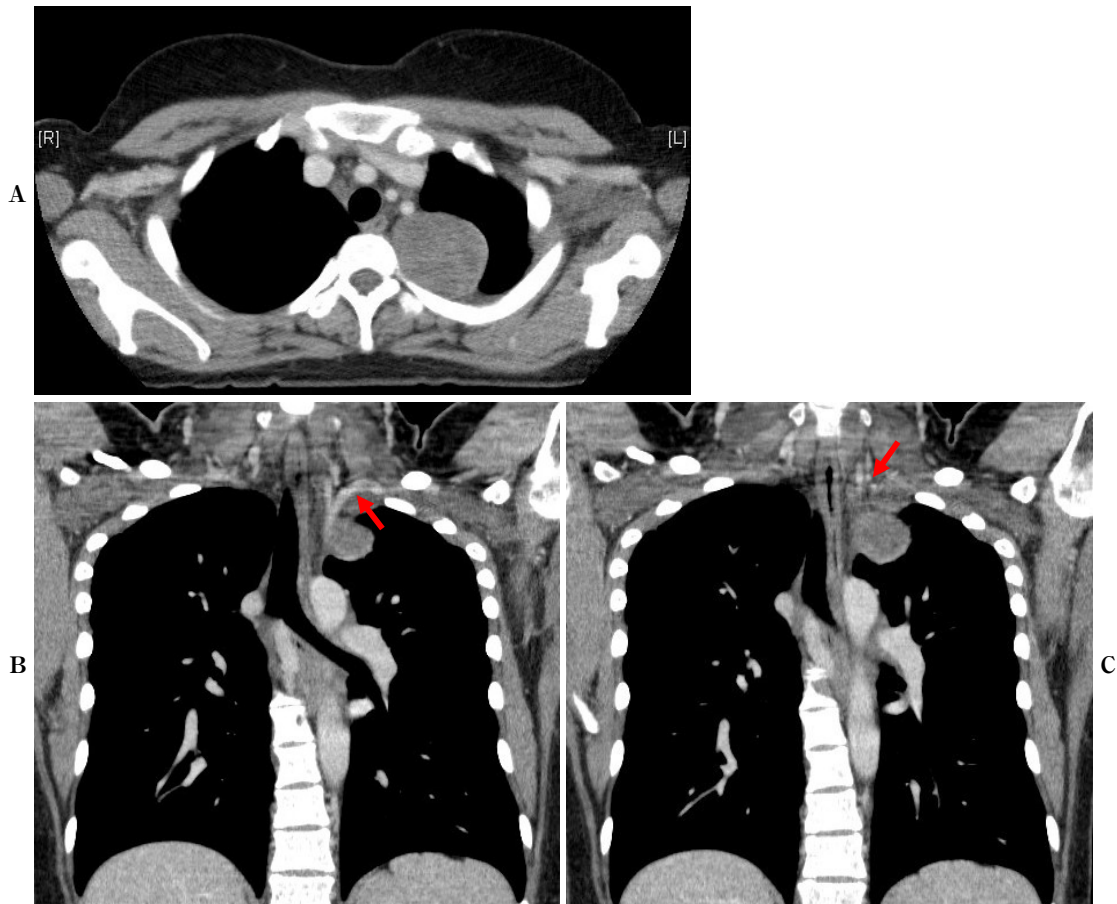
A: Chest computed tomography scans showing a well-delineated mass measuring 51 × 42 mm in diameter in the left superior sulcus. B, C: A 15-mm tumor beside the left subclavian artery and vertebral artery can be seen in the coronal section (arrows).
